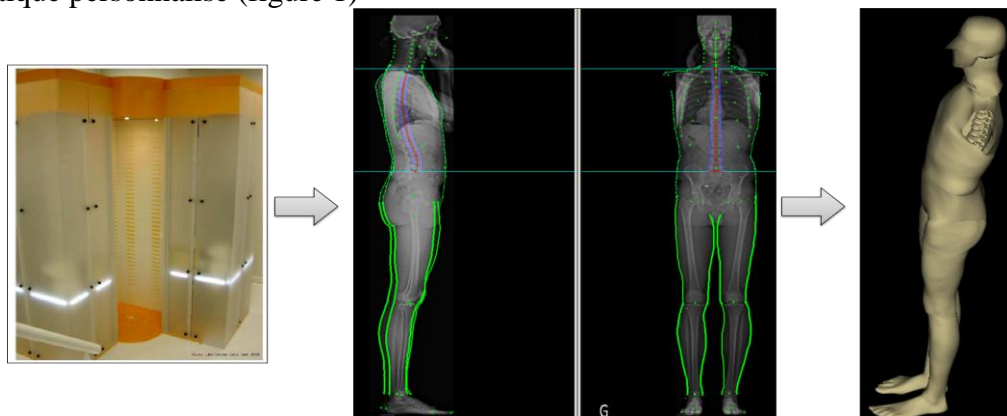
du système de radiographie complète du corps humain à la reconstruction 3D
